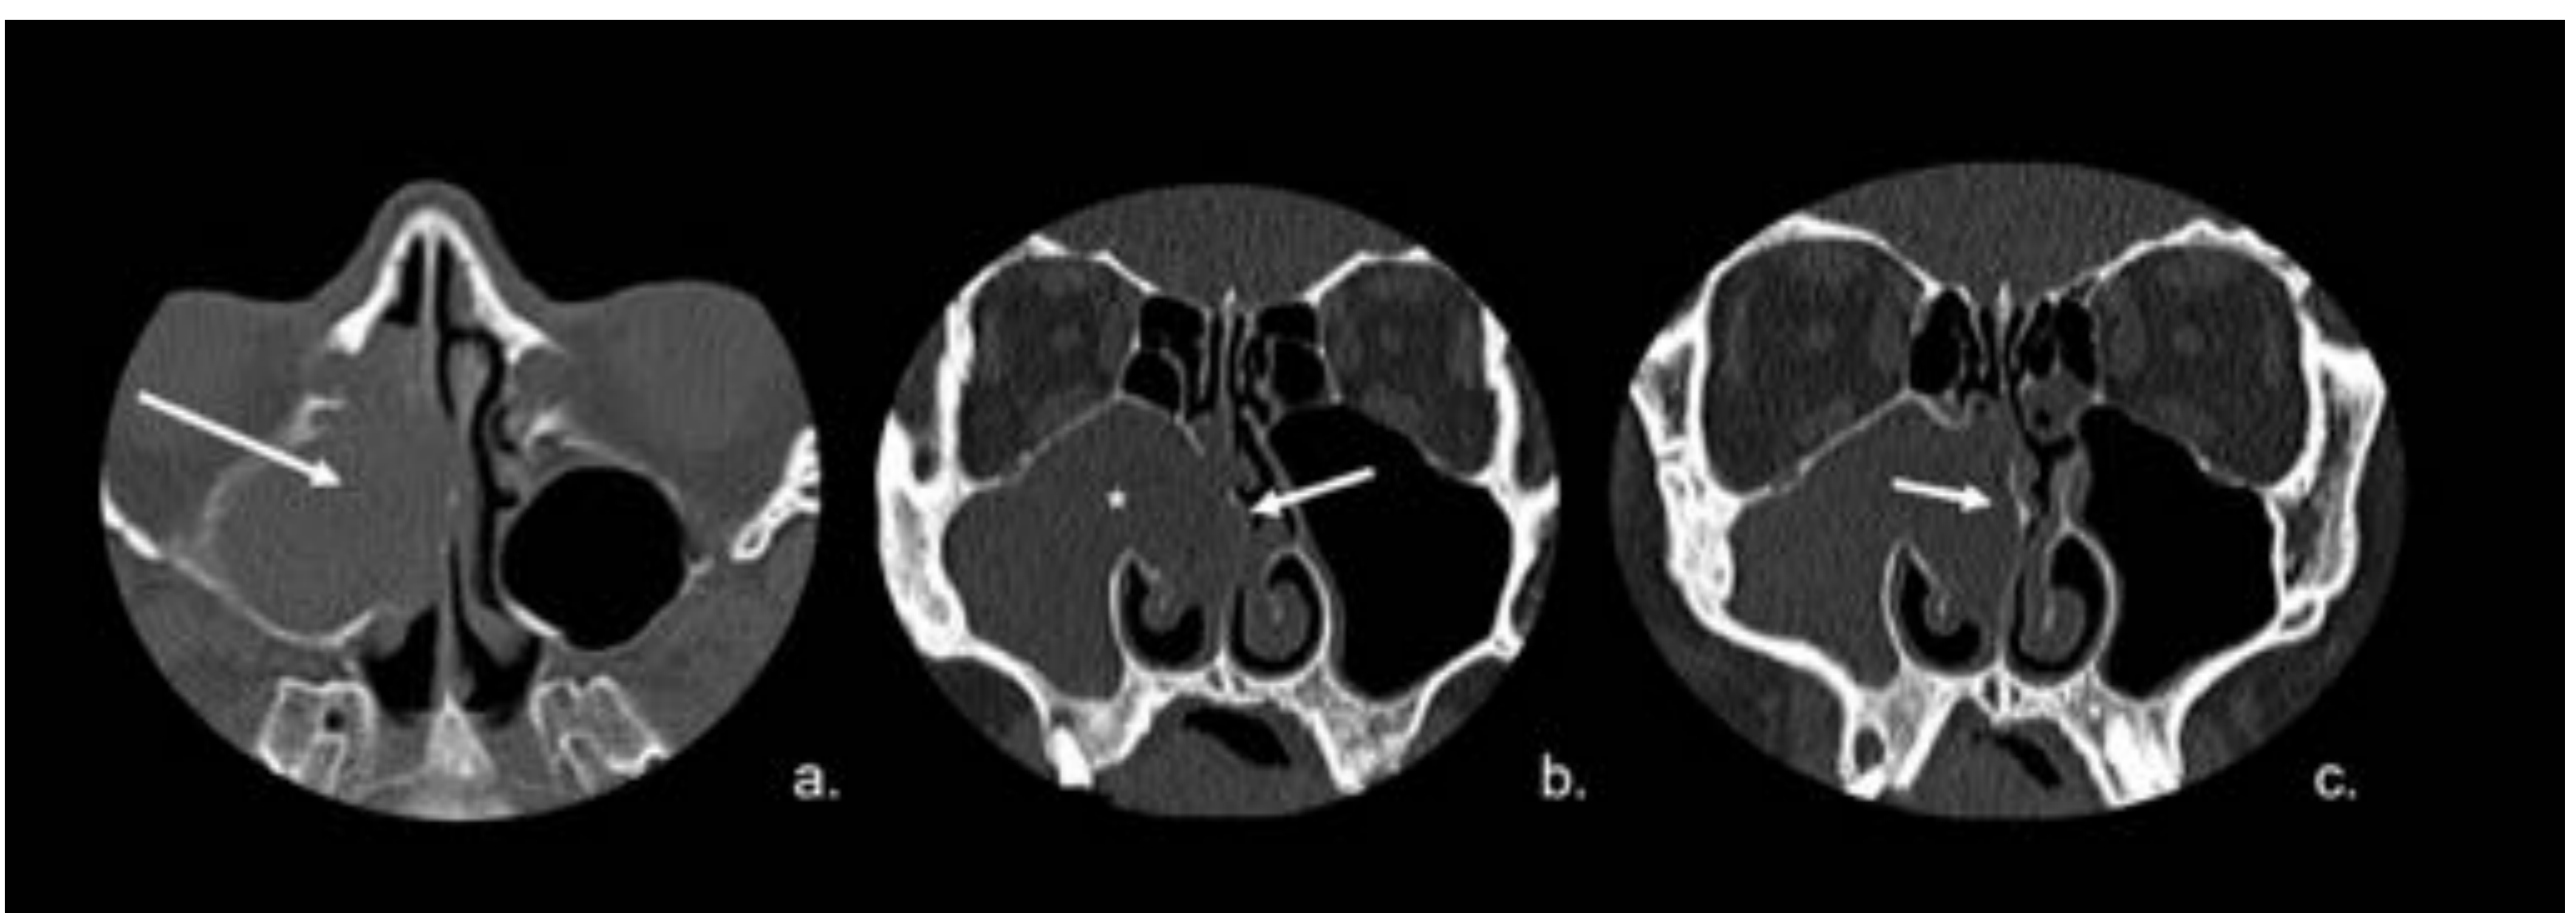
Pólipo antrocoanal. CT. Imagen axial (a.): pólipo en el seno maxilar (flecha). Imagen coronal (b.): Paredes laterales abultadas (flecha) e infundíbulo ancho (\*). (c.): Observe el adelgazamiento del tabique nasal (flecha). Referencia: Hospital Universitario Severo Ochoa. Leganés - España.
